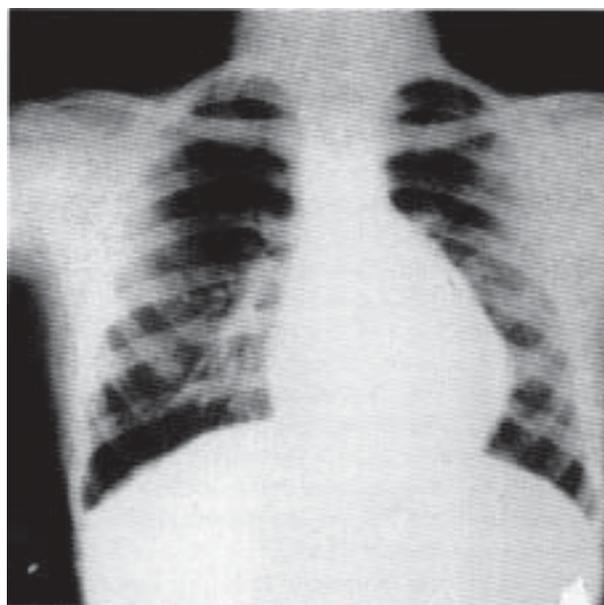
Radiografía pre-operatoria.
